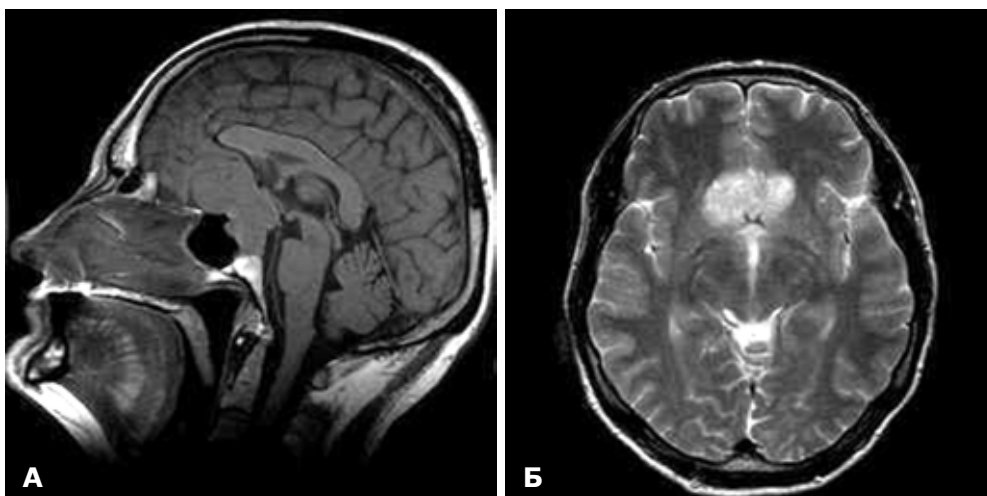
Пацієнт М., 54 роки, ГНАГ з антеселлярним ростом, заднє положення хіазми. МРТ головного мозку: А – сагітальна проекція; Б – фронтальна проекція
